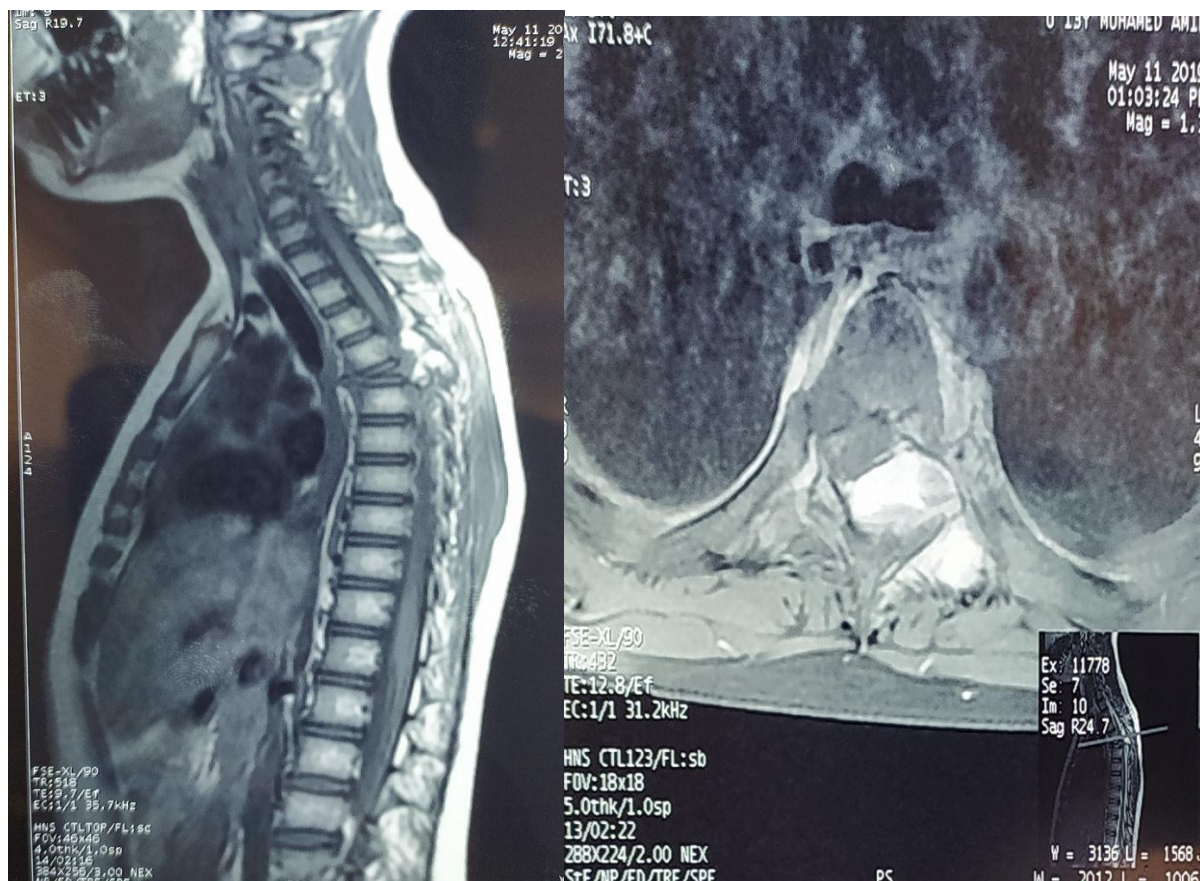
IRM médullaire en coupe axiale (à droite) et sagittale (à gauche) montrant un tassement de T5 secondaire à une kyste anévrysmal, responsable d'une déformation en cyphose
